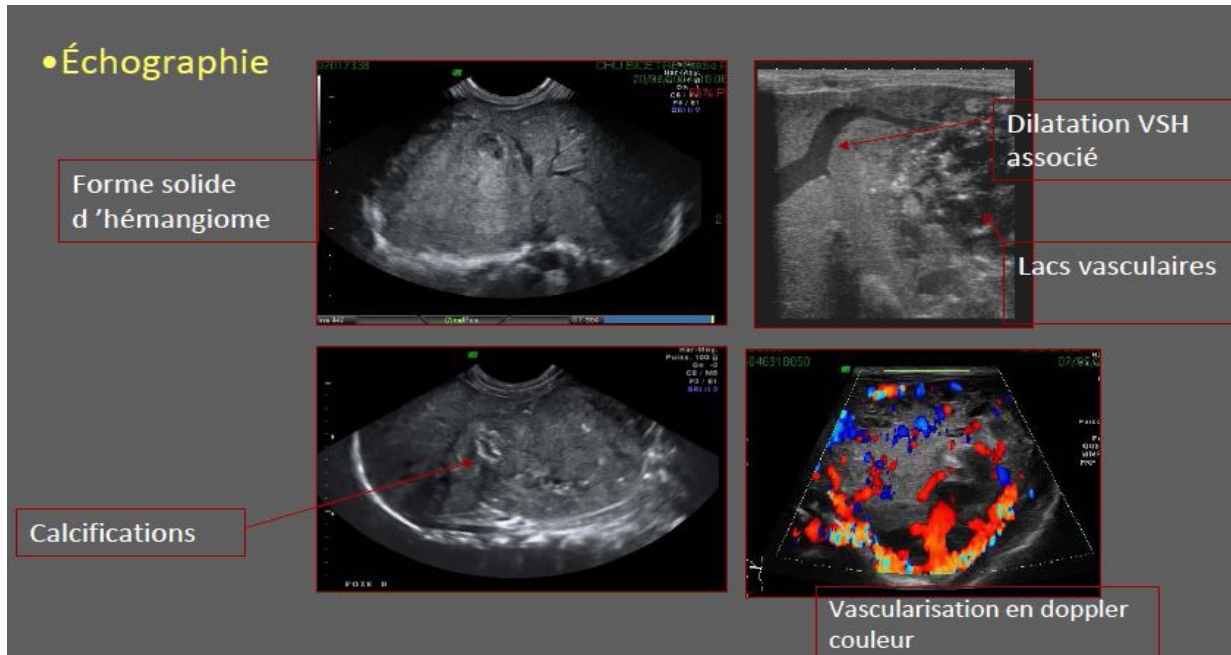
Echodoppler : hémangiome solide avec calcifications (15)
